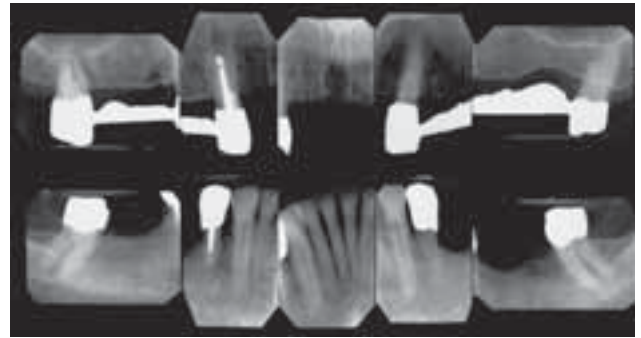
Einzelröntgenstatus zu Behandlungsbeginn.
